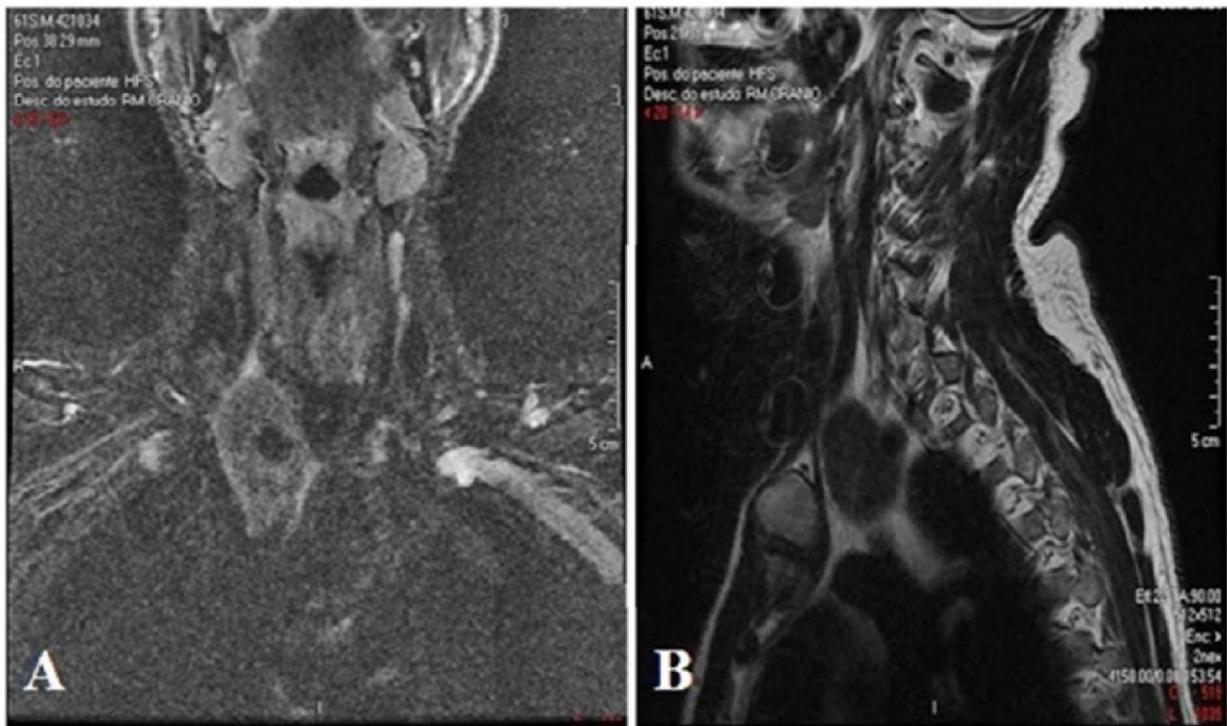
Ressonância Magnética de Tórax, cortes coronal (A) e sagital (B), evidenciando lesão em região retro-clavicular direita com envolvimento vascular.
